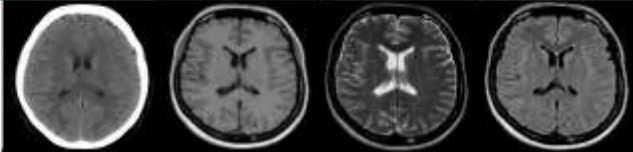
Características de imágenes de TC y RM (Ulloa Guerrero, Lozano Castillo, Durán Guerrero, & Arévalo Espejo, 2014)
